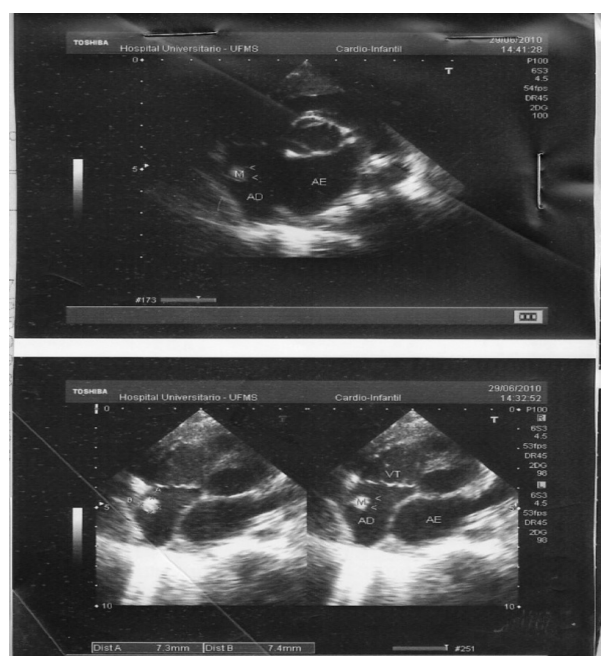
Ecocardiograma demonstrando imagem hiperecogênica, pediculada, aderida na parede do átrio direito, medindo 7,3 x 7,4 mm
